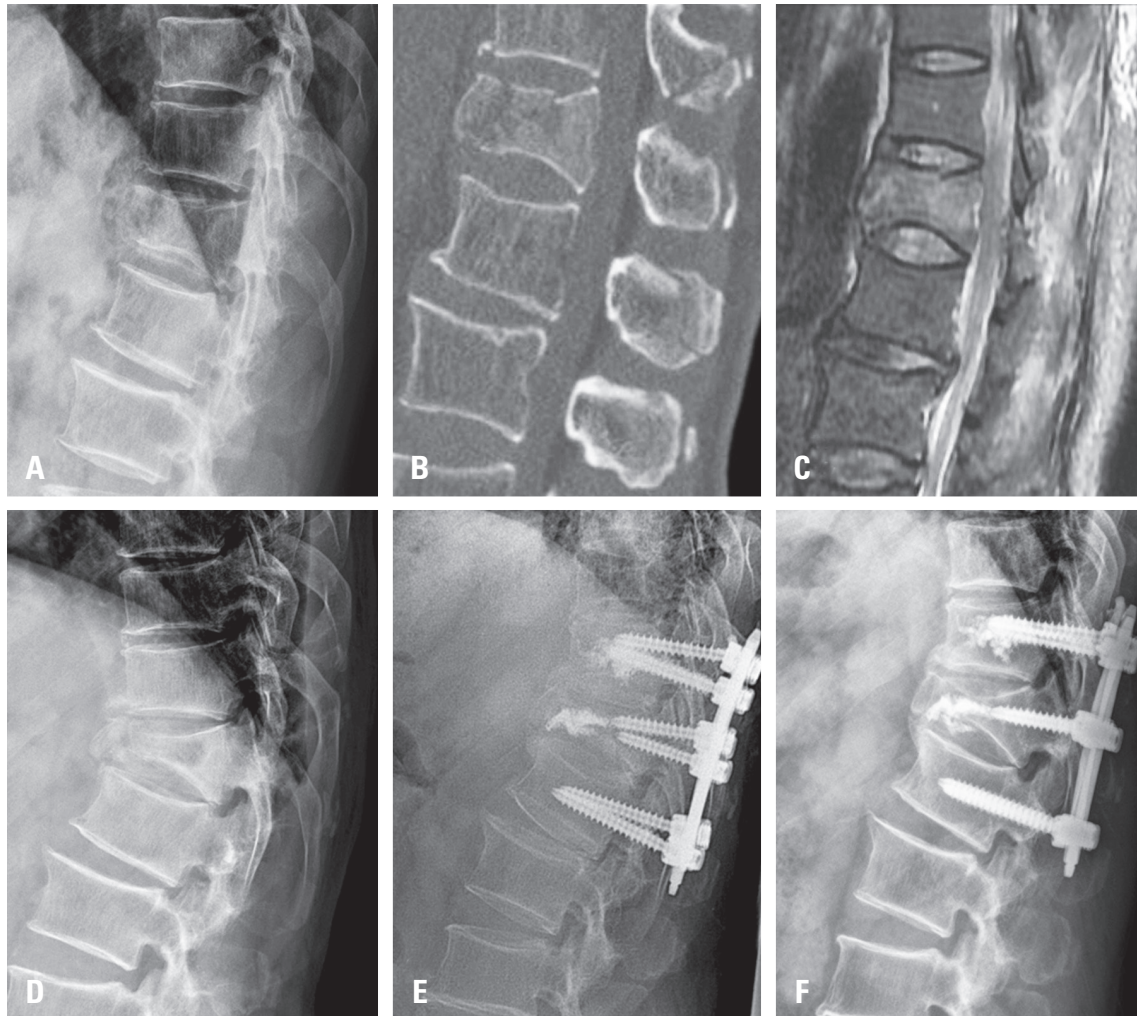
A 64-year-old male patient who underwent conservative treatment for a T12 flexion-distraction injury was changed to operative treatment after collapse was observed on radiography. (A) Misdiagnosis of the flexion-distraction injury as a burst fracture in the early stage. (B) Computed tomography shows an increase in the interspinous interval and fracture of the spinous process. (C) Magnetic resonance imaging shows damage in the posterior ligamentous complex. (D) Kyphosis increased along with the collapse of the body after 3 months. (E) Implementation of posterior instrumentation. (F) Radiograph 1 year after the operation.
